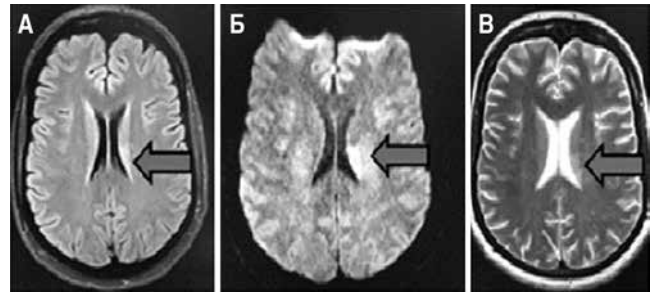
МРТ головного мозга пациентки Г. 28 лет. Аксиальная проекция, FLAIR ИП (А), DWI (Б) и T2-ВИ (В)
